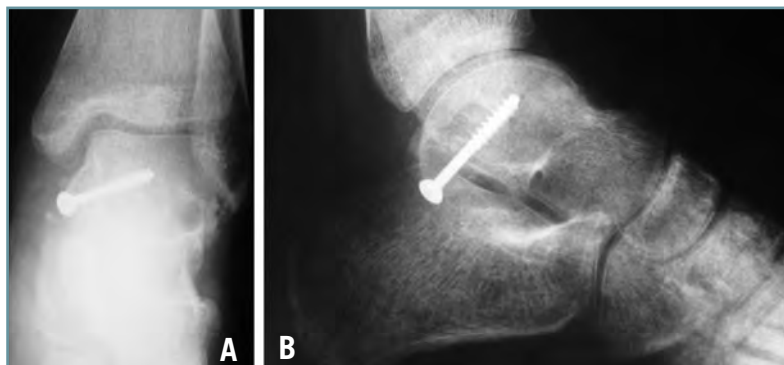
Radiografías anteroposterior (A) y lateral (B) de tobillo, donde se aprecia consolidación de ambas fracturas.
